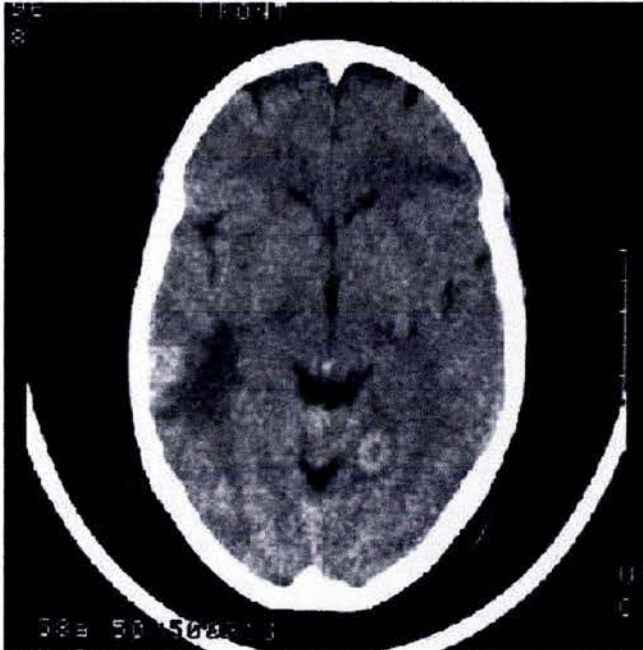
femenina de 58 años de edad con diagnostico de cáncer de mama. Imagen de TC con 2 lesiones hiperdensas de pequeño tamaño, una localizada en región temporal cortical izquierda, con edema vasogénico perilesional y otra de localización profunda en circonvolución occipitotemporal derecha con morfología de anillo.
